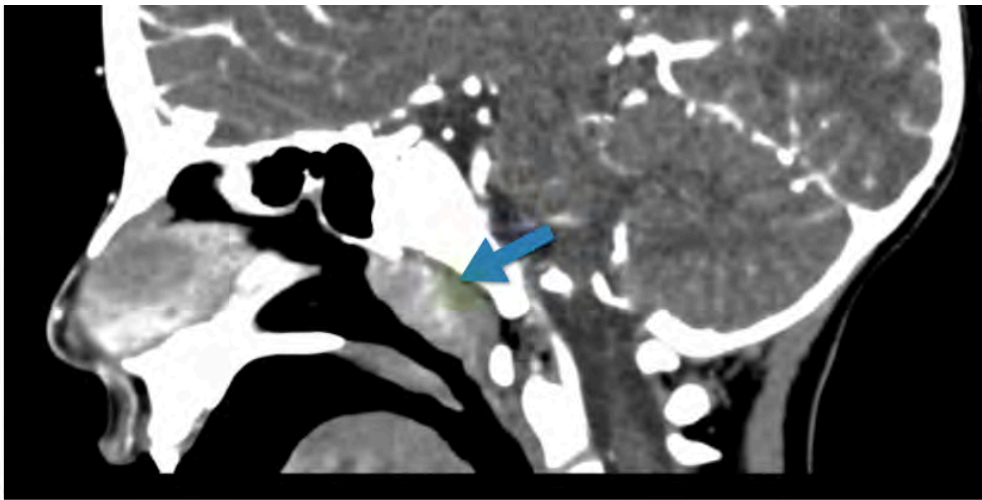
Tomografía computada con contraste en corte sagital a nivel del cuello en donde se evidencia la amígdala faríngea (flecha) aumentada de tamaño en el techo de la nasofaringe.
